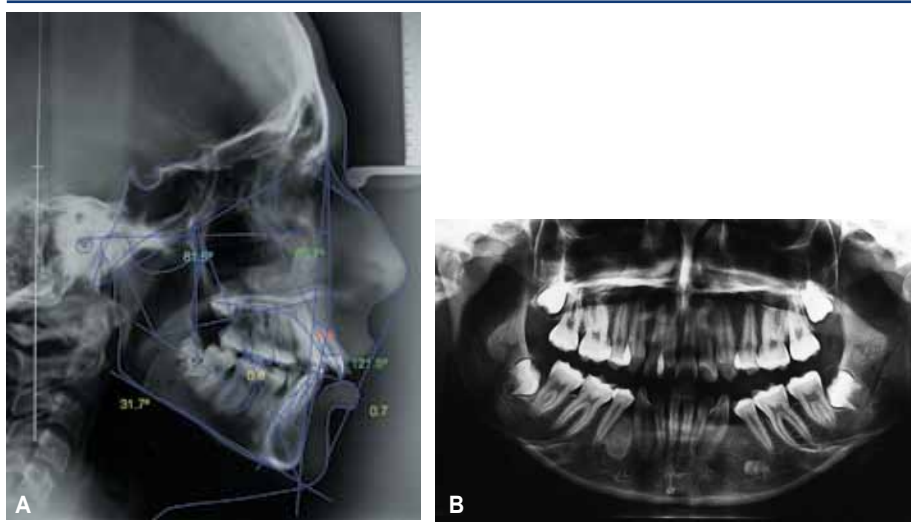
A: Telerradiografía de perfil. B: Radiografía panorámica.
